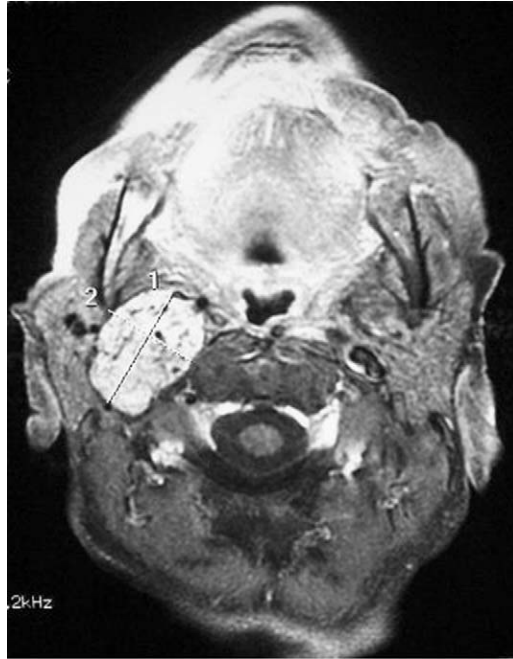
IRM avec injection de gadolinium montrant sur une coupe axiale l'aspect d'un paragangliome du corpuscule carotidien. (151)
